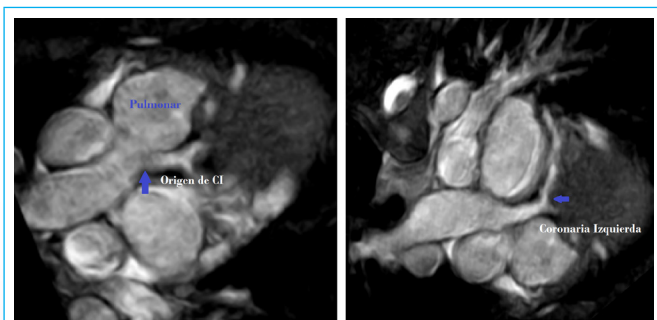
Angio Resonancia Magnética: Se observa la Coronaria Derecha dilatada, tortuosa. Y el origen de Coronaria Izquierda de la Arteria Pulmonar.
